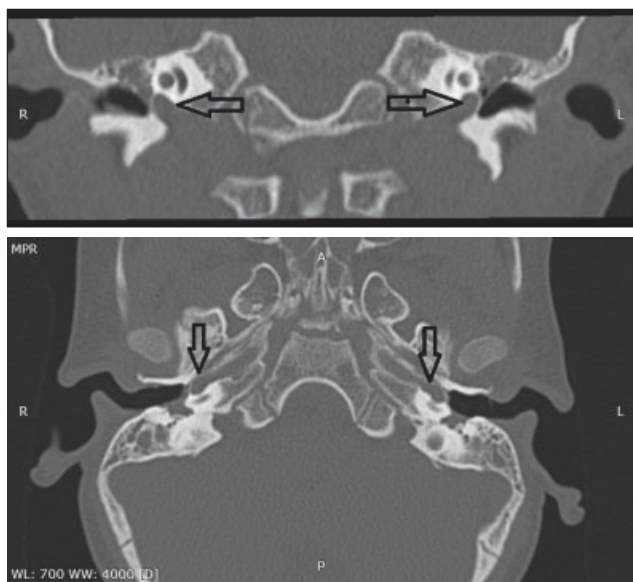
Компьютерная томография височных костей в корональной и аксиальной проекции пациента С., 4 лет (стрелками показана aberrantная внутренняя сонная артерия) Источник: Спеков Д.В., 2024.
